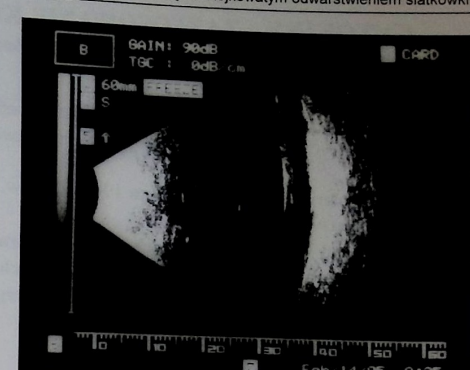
Pooperacyjny obraz ultrasonograficzny – przypadek 1. Siatkówka przyłożona, gałka oczna wypełniona olejem silikonowym (duże wzmocnienie sygnału)
